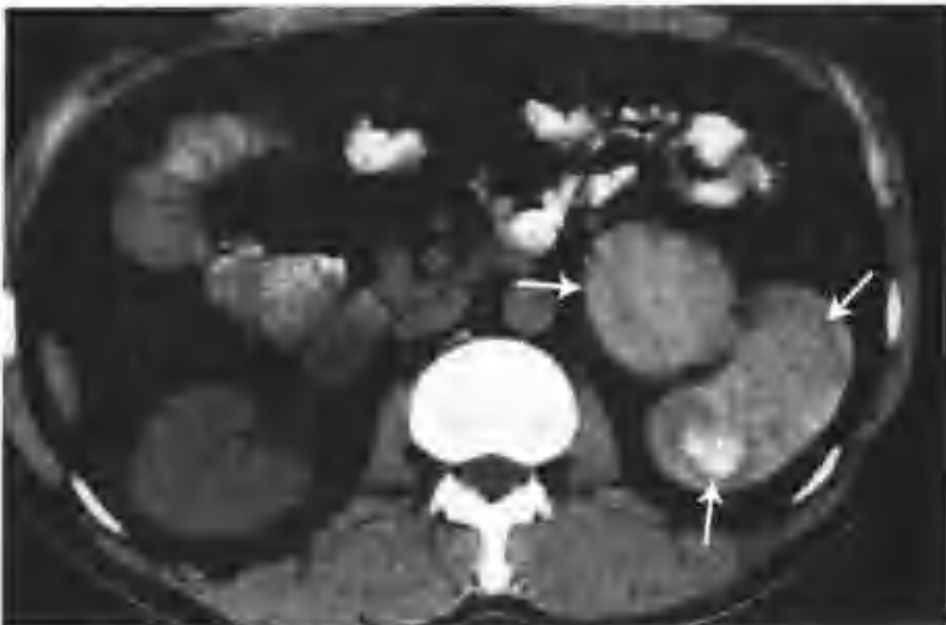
与图 4-1-13 为同一病例, CT 平扫不同层面所见 (箭头)
